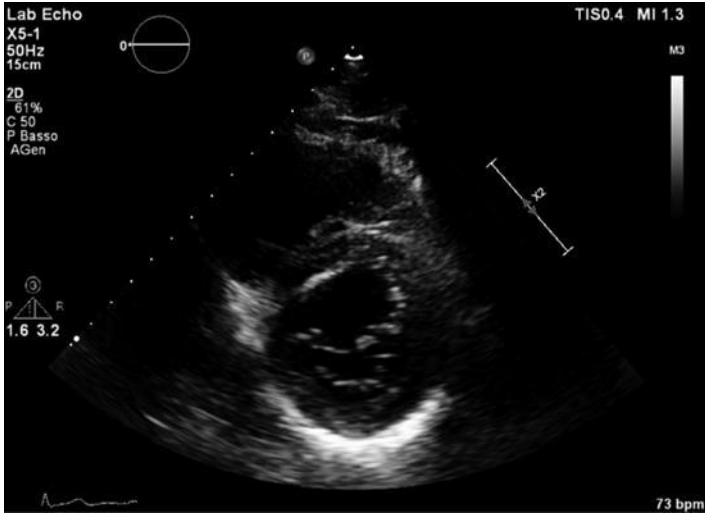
Echocardiogram: parasternal short axis view
